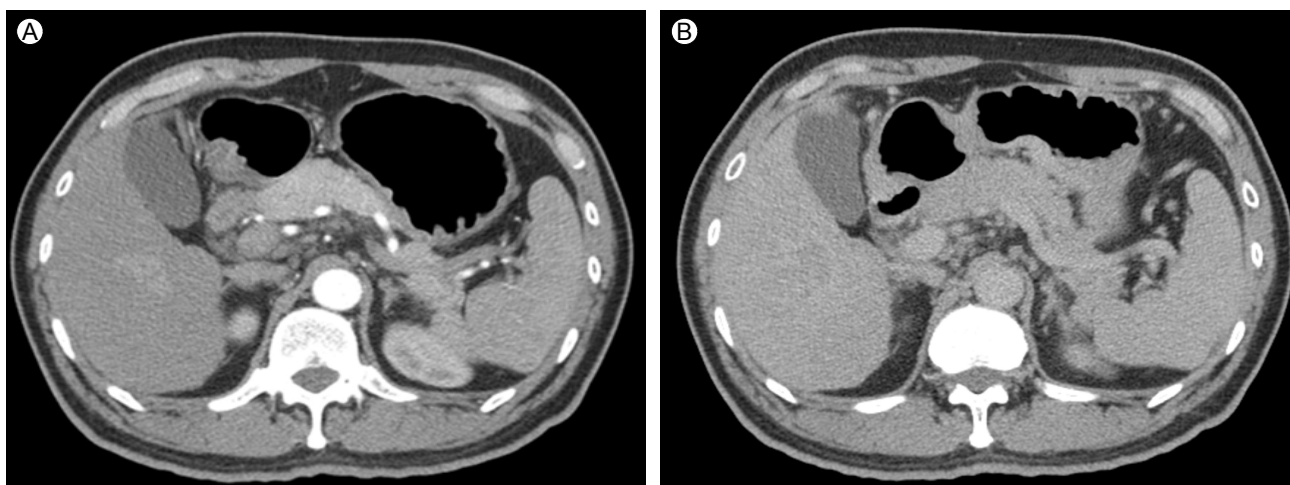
Computed tomography of the abdomen in August 2011 demonstrates an ill-defined lesion of 3.2×1.6 cm in the hepatic lobe with enhancement in the arterial phase (A) and a washed-out pattern in the delayed phase (B).
